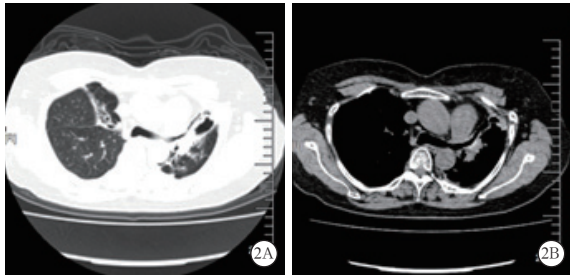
1例70岁女性支气管扩张合并侵袭性肺曲霉病患者出现大咯血前1个月胸部CT肺窗(左)、纵隔窗(右)提示:左上肺渗出,空洞形成,右上肺支气管扩张;发生大咯血后即刻给予支气管动脉栓塞术(BAE)治疗,术后咯血缓解,最终好转出院
